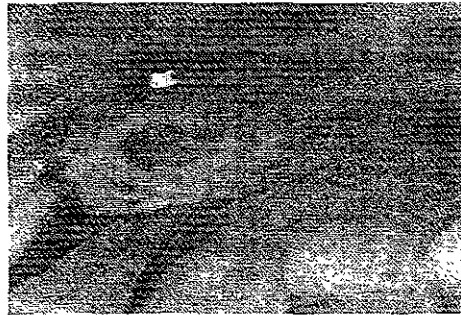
En la radiografía se aprecia una imagen radiopaca con áreas radiolúcidas en la parte anterior de la maxila ³
